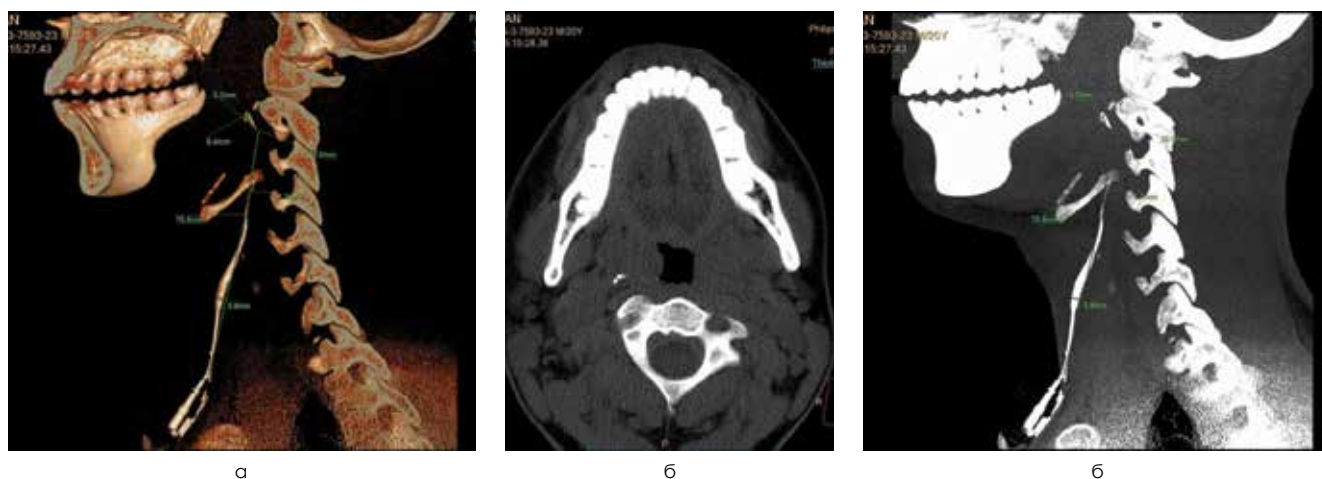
Компьютерная томограмма пациента Д., 21 год. Визуализируется контрастированный полный свищевой ход боковой поверхности шеи справа, а – 3D-реконструкция; б – аксиальная плоскость; в – сагиттальный срез
